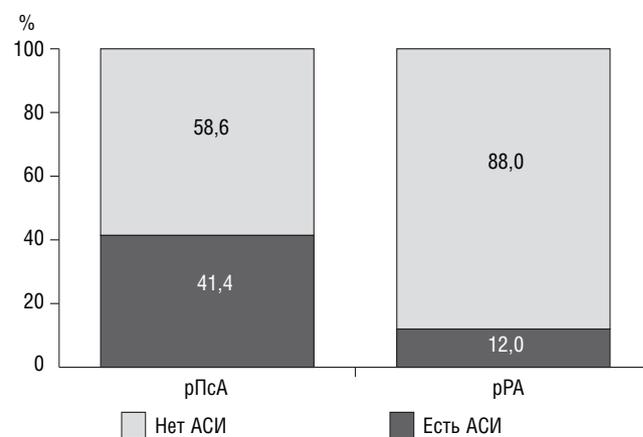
Частота выявления АСИ при МРТ у больных рПсА и рРА
